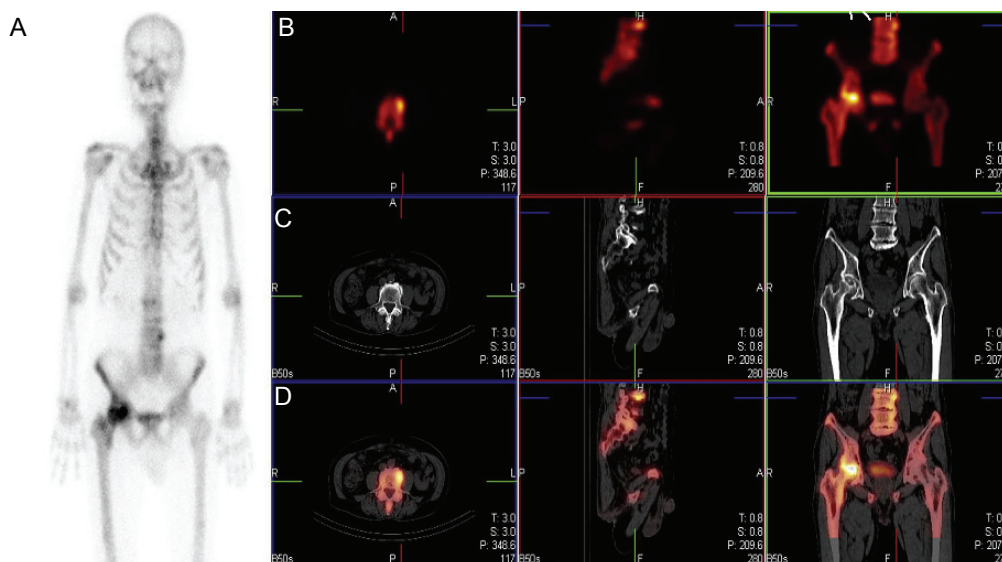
Patient with Prostate cancer and 2 hot spots, in upper lumbar spine and pelvis. (A and B) Planar scintigrams from skeletal scintigraphy (^{99m}Tc -DPD). (B) Detailed view of pelvis with 2 hot spots (arrows). Transverse section of upper lesion in lumbar vertebra 4, 5. (B) Small osteolytic lesion with intense tracer uptake indicating bone metastasis in lower pelvis. (D) Fused image. Spondylarthrosis of left facet joint with intense tracer uptake indicating degenerative lesion.
